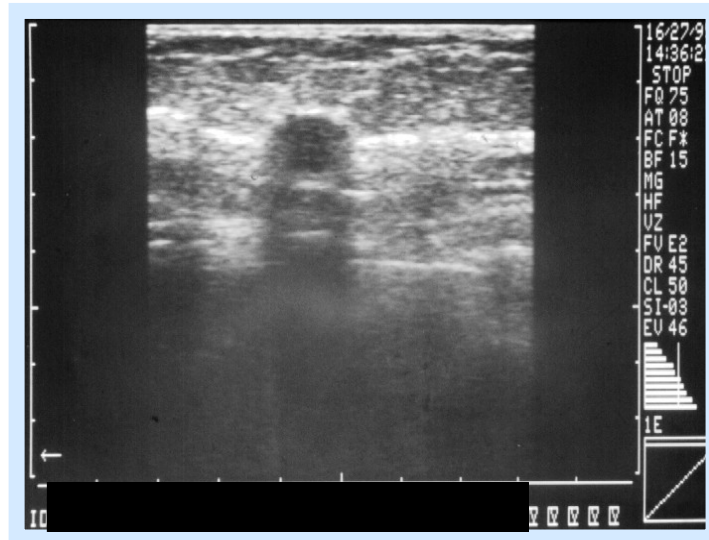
Ultra-sonografia mamária
